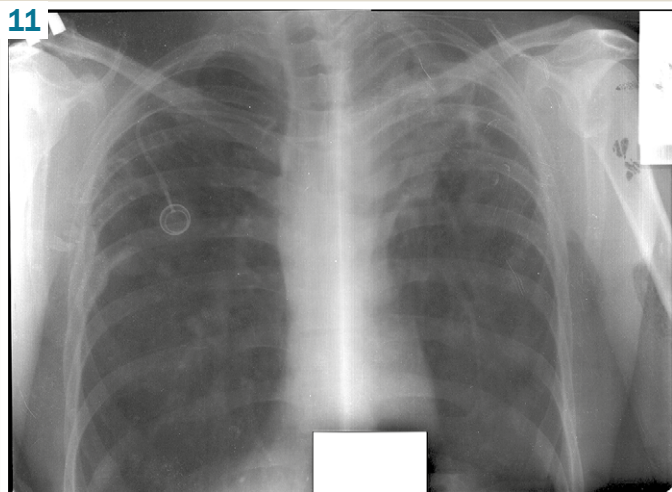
Chest X-ray from 24.05.2019: there are focal-infiltrative changes from high to low intensity with destructions (up to 1.5 cm in diameter in the left lung and up to 1.0 cm in the right lung) in the upper lobes and S₆ of both lungs on the background of significant fibro-dystrophic changes. The left apex with signs of hypoventilation. The left hilum is enlarged, poorly structured and pulled up.
